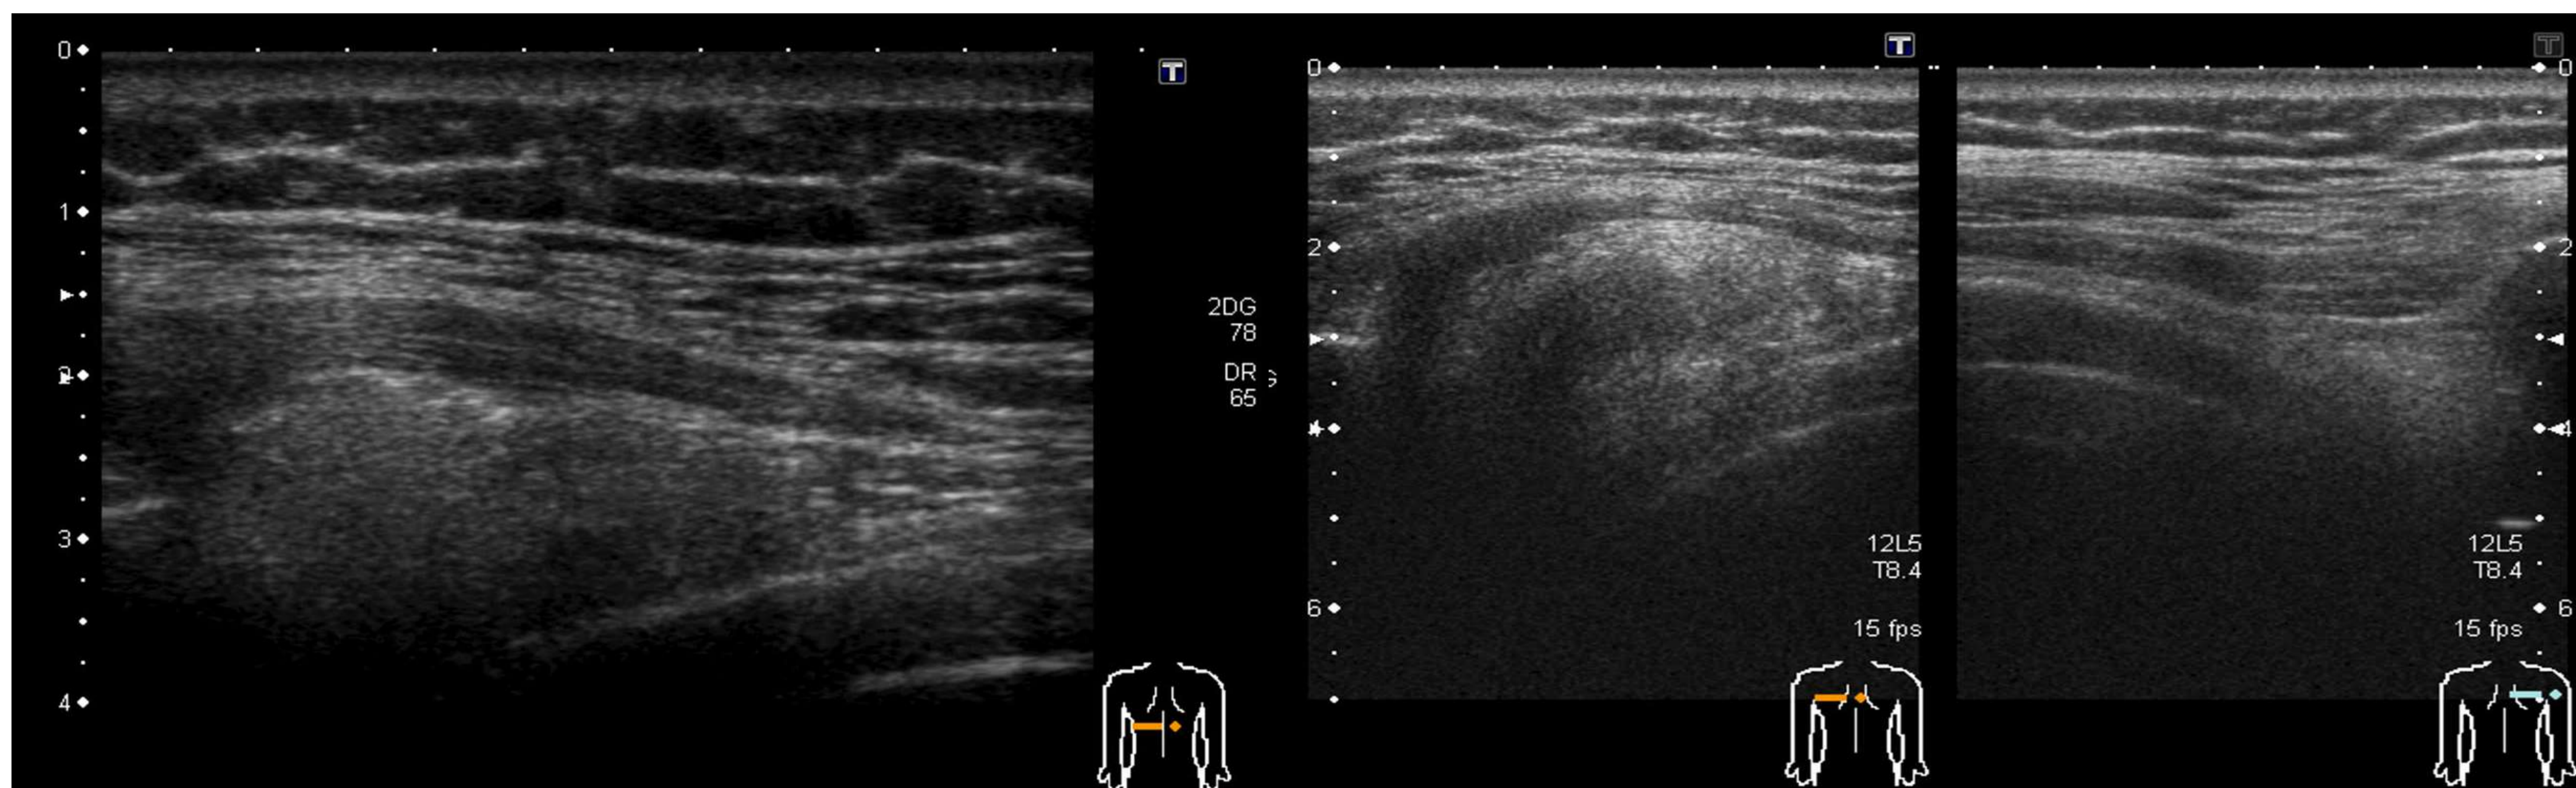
Elastofibroma dorsi mediante ecografía. Se identifican lesiones de aspecto fusiforme, estriadas, con áreas hiperecogénicas, que corresponden al tejido fibroso y otras hipoecogénicas, en relación con zonas de tejido adiposo.
